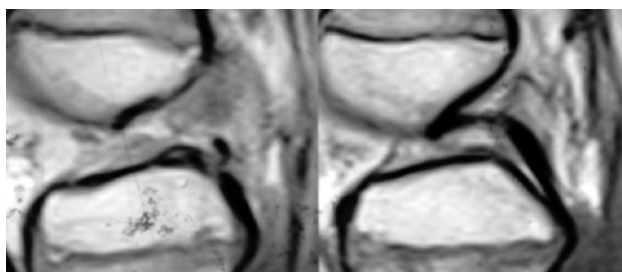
RM de rodilla. Ruptura completa del LCA.
